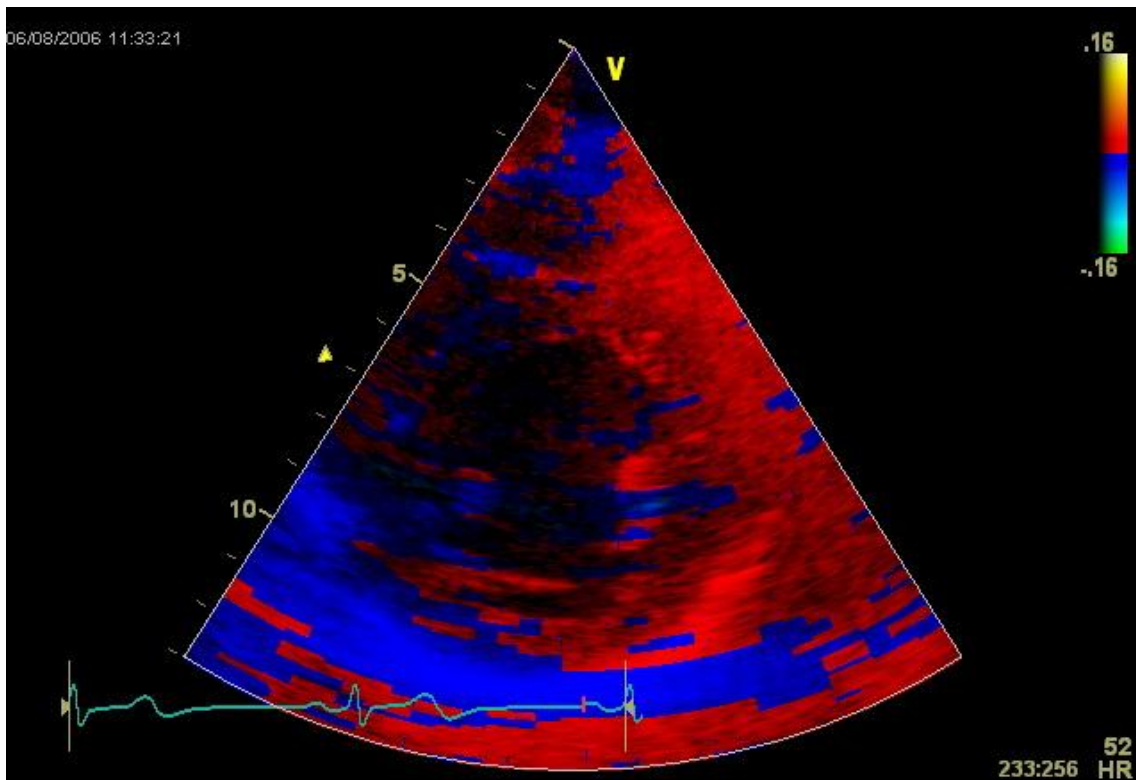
parasternal kurze Achse im Gewebedoppler
